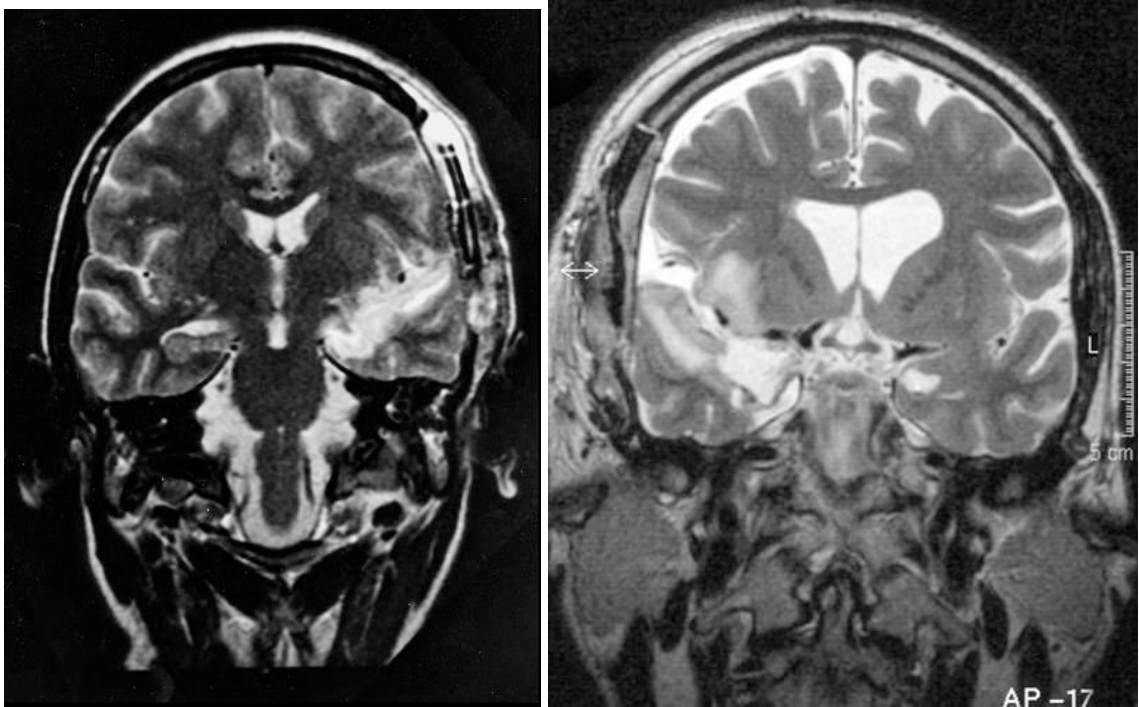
Beispiele von 2 T2-gewichteten Kontrastmittel-MRT Sequenzen post OP; typischer Operationsdefekt nach transylvischer Amygdalohippokampektomie rechts bzw. links. Auffallende ödembedingte Hyperintensität im frontalen und temporalen Kortex der sylvischen Fissur.
